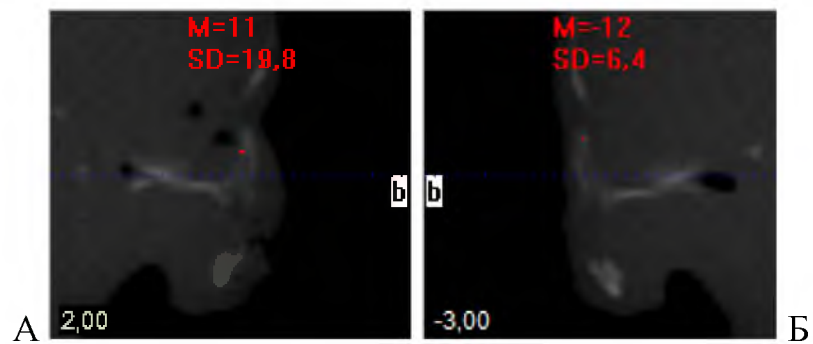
Щільність леміша права (А) і ліва (Б) половини плода 200,0 мм ТПД. Томограма. Сагітальні зрізи
